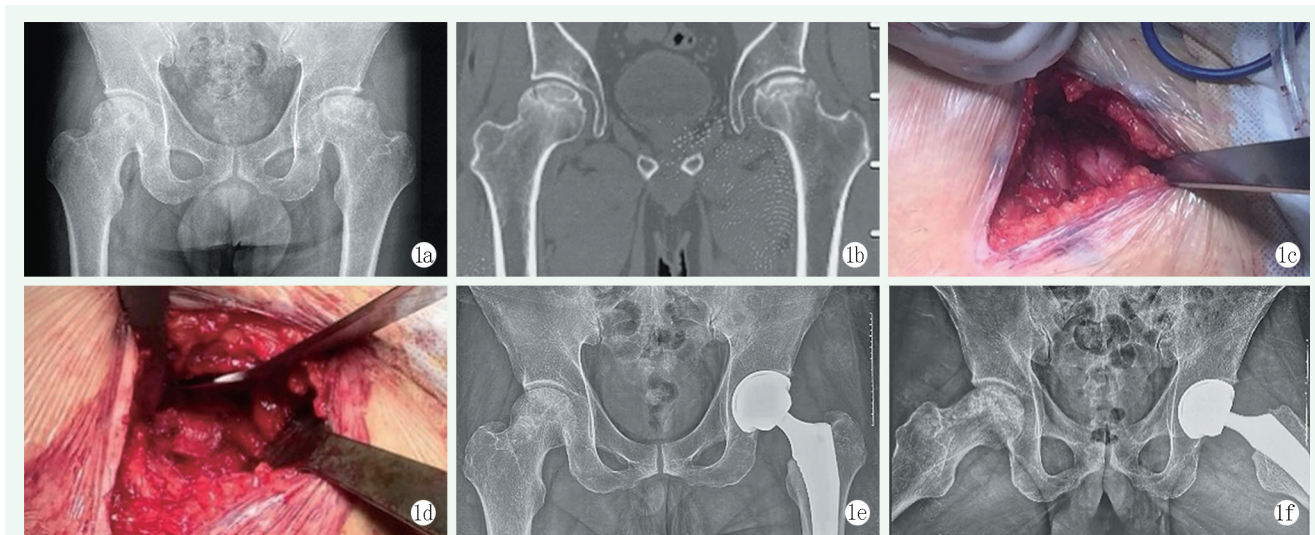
患者, 男, 43 岁, 双侧股骨头坏死 1a, 1b: 术前 X 线片及 CT 示双侧股骨头不同质塌陷, 左侧 IIIB 期, 右侧 IIIA 期; 行左侧 THA, 右侧保髋手术 1c: 术中显露右侧股骨头颈部, 开窗刮除坏死骨组织 1d: 回植健康骨移植混合物, 打压夯实 1e, 1f: 术后 2 年正位与蛙式位 X 线片示左侧假体位置良好, 右侧股骨头形态良好
